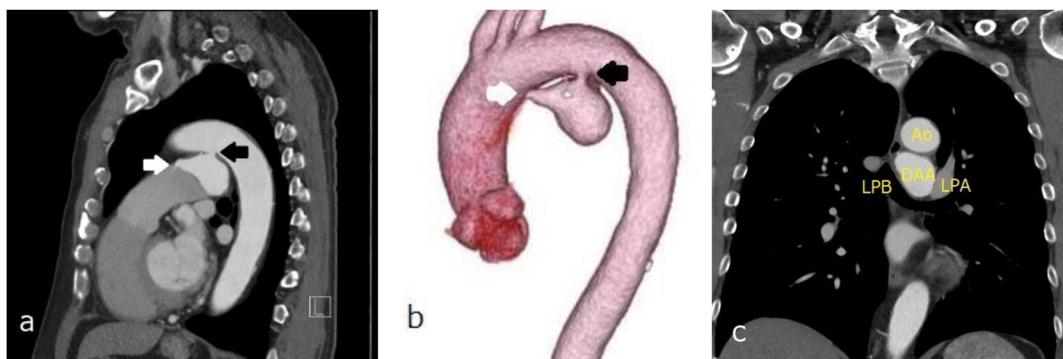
Contrast-enhanced chest computed tomography revealing a DAA with a maximum diameter of 39mm, an aortic side opening measuring 5.6mm, and a pulmonary artery side opening measuring 2.2mm
